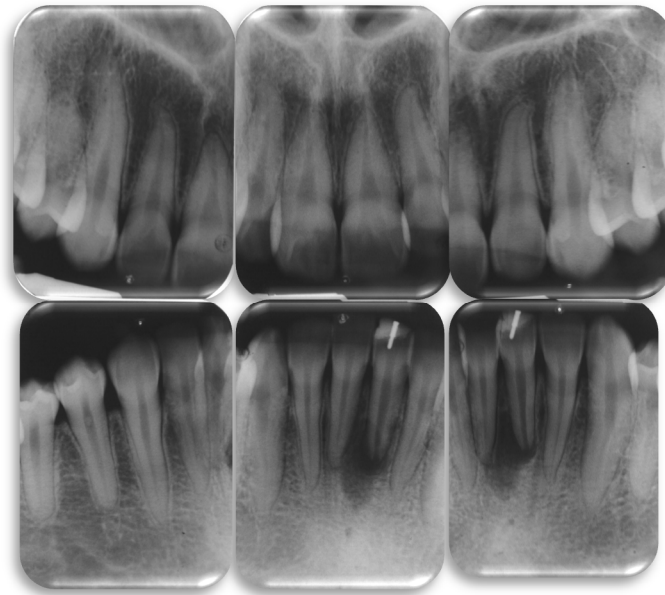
Radiografías periapicales del sector anterior.
